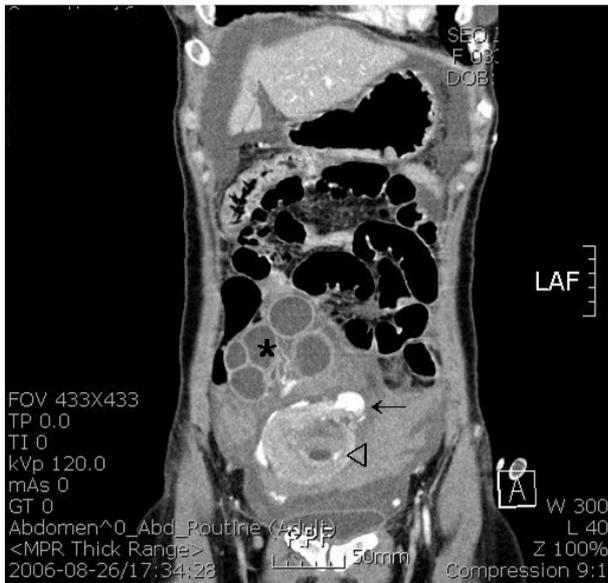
Contrast-enhanced CT image (coronal section view). It showed the extravasation of contrast media from the uterine fundus suggested rupture of intramural pregnancy (arrow), and also some part of normal intrauterine G-sac (open arrow head). There were large amount of hemoperitoneum and hyperstimulated right ovary (asterisk).
